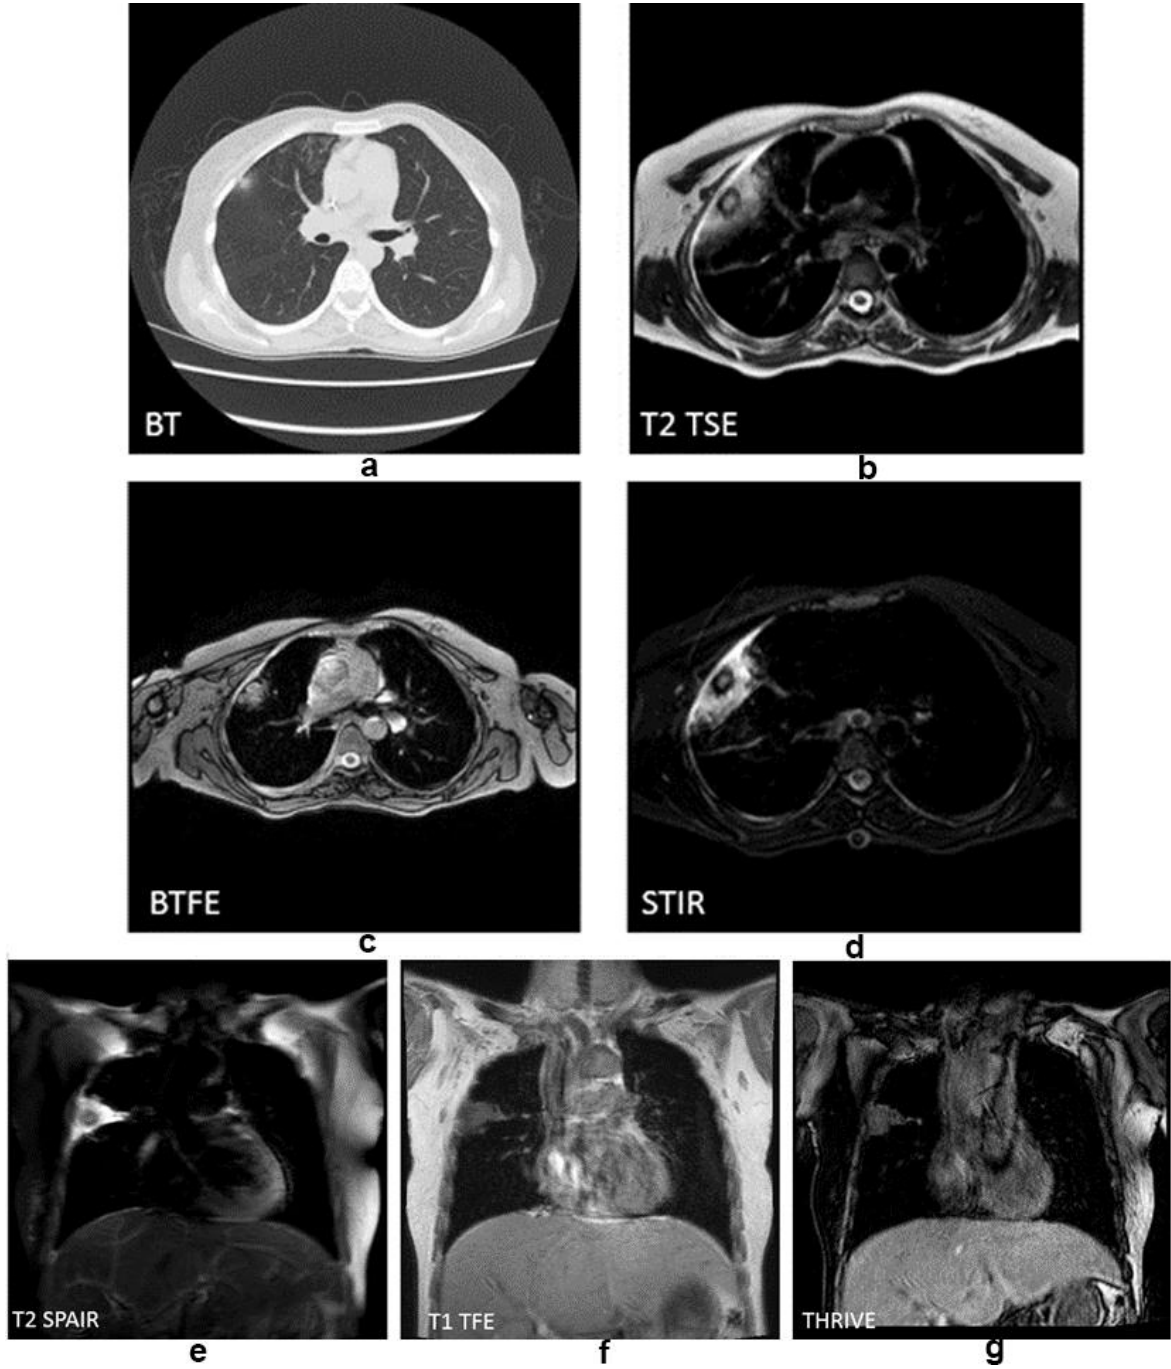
48 yaşında ankilozan spondilit tanısı ile Anti-TNF tedavisi alan erkek olguda mikobakterium tuberkülozis etkenli yaygın konsolidasyon ve kavite. YÇBT’de (a) sağ AC üst lobda kavitasyon içeren yaygın konsolidasyon alanı izlenmektedir. MRG’de BTFE (b), STIR (c), T2 TSE (d), T1 TFE (e), THRIVE (f) ve T2 SPAIR (g) sekanslarında, aksiyal kesitlerde konsolidasyon içindeki kavitasyon net izlenirken koronal kesitlerde kavitasyonu ayırtetmek zorlaşmaktadır.
